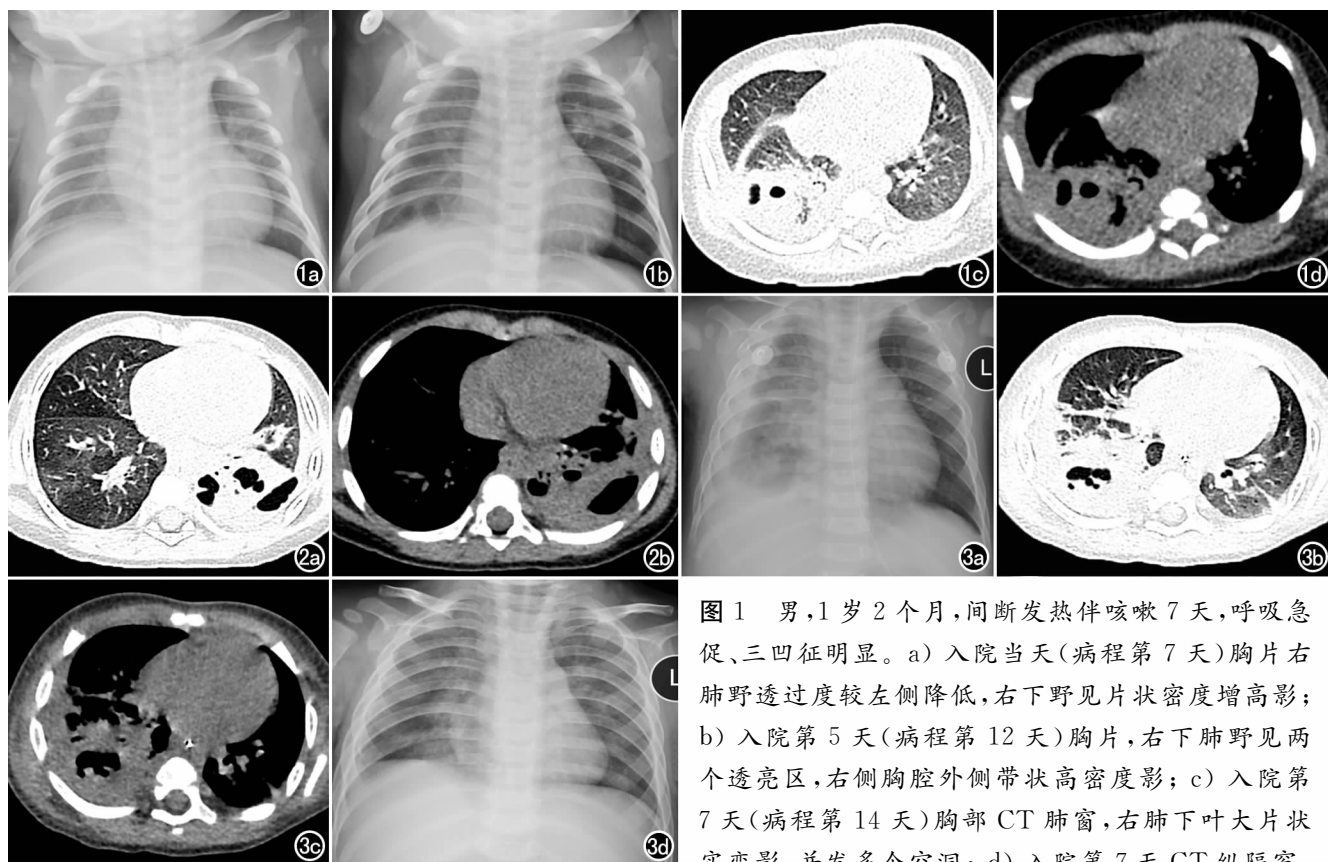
男, 1 岁 2 个月, 间断发热伴咳嗽 7 天, 呼吸急促、三凹征明显。a) 入院当天(病程第 7 天)胸片右肺野透过度较左侧降低, 右下野见片状密度增高影; b) 入院第 5 天(病程第 12 天)胸片, 右下肺野见两个透亮区, 右侧胸腔外侧带状高密度影; c) 入院第 7 天(病程第 14 天)胸部 CT 肺窗, 右肺下叶大片状实变影, 并发多个空洞; d) 入院第 7 天 CT 纵隔窗, 右侧少量胸腔积液, 右侧胸膜增厚。
